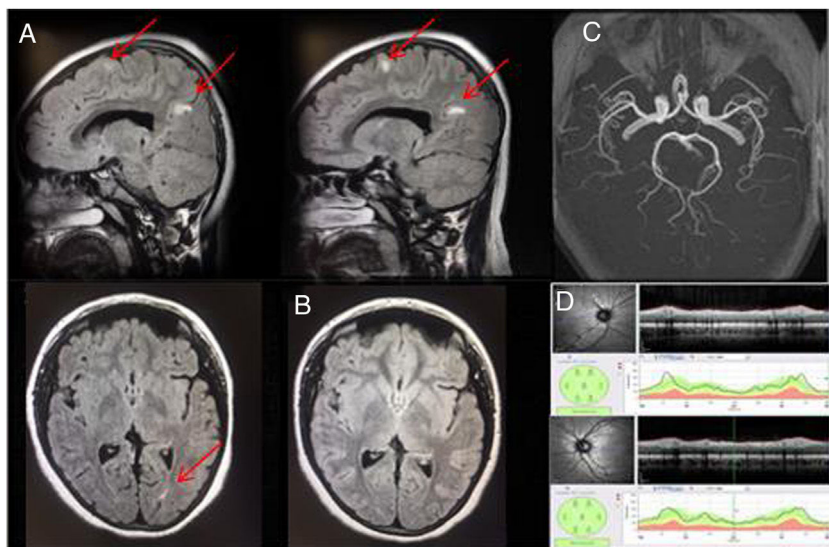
Se muestran las pruebas complementarias de la paciente 2 (AOJ) A) Imágenes sagitales y axial de MRI y secuencia FLAIR con gadolinio donde se observan las lesiones hiperintensas en sustancia blanca yuxtacortical sugerentes de enfermedad desmielinizante. B) Imagen de MRI con gadolinio en T2 donde se observa la disminución y/o desaparición de algunas de las lesiones hiperintensas, a los 3 meses. C) Imágenes de angio-MRI sin alteraciones. D) OCT-SD de la capa de fibras nerviosas de la retina sin alteraciones.
